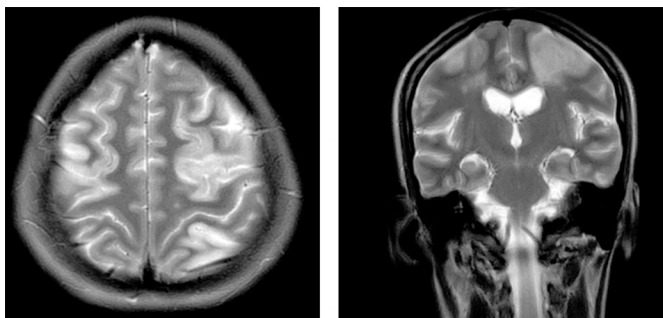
Resonancia magnética simple secuencia T2 plano axial y coronal: hiperintensidad espontánea proyectada sobre la convexidad cerebral de los giros y circunvoluciones corticales frontales precentrales bilaterales y parietal poscentral izquierda con marcado efecto de edema citotóxico.
